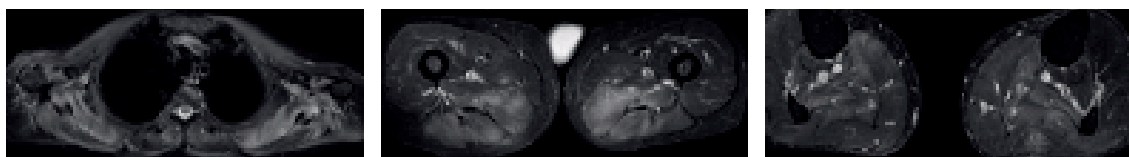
Brillo en STIR (edema) en RM muscular de paciente con MNI.
